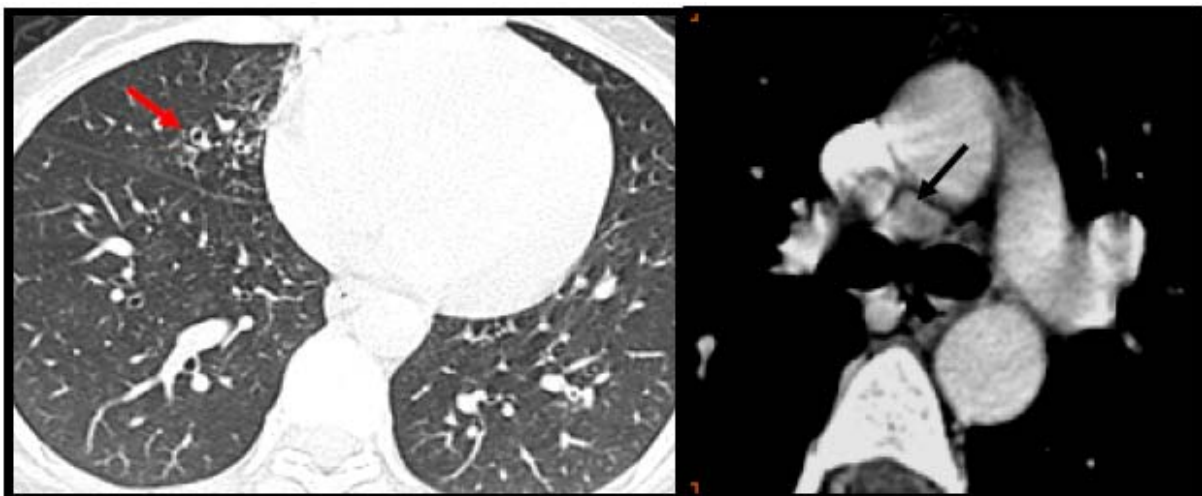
TDM thoracique coupes axiales, en fenêtre parenchymateuse et médiastinale après injection de produit de contraste :
